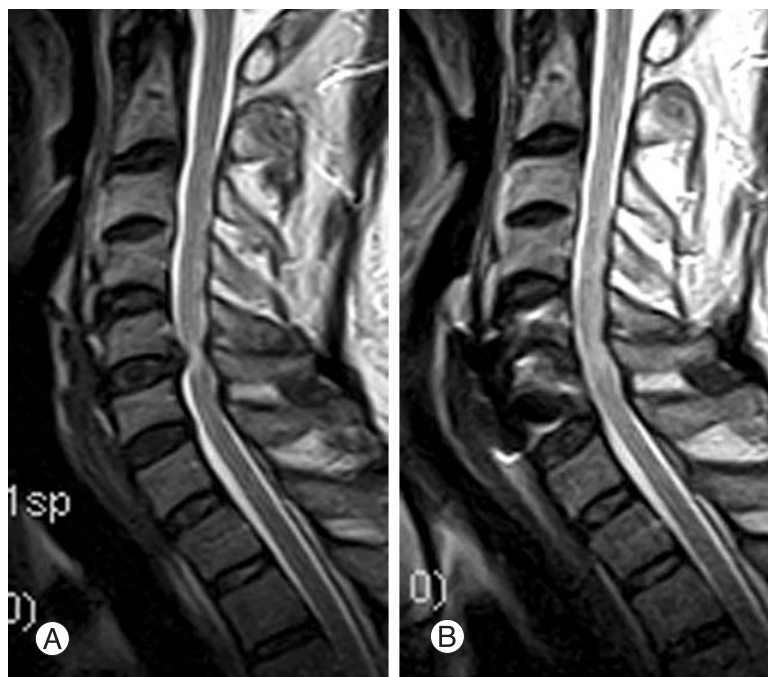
cervical myelopathy due to soft disc on sagittal view of T2 WI preoperative and postoperative MRI.
